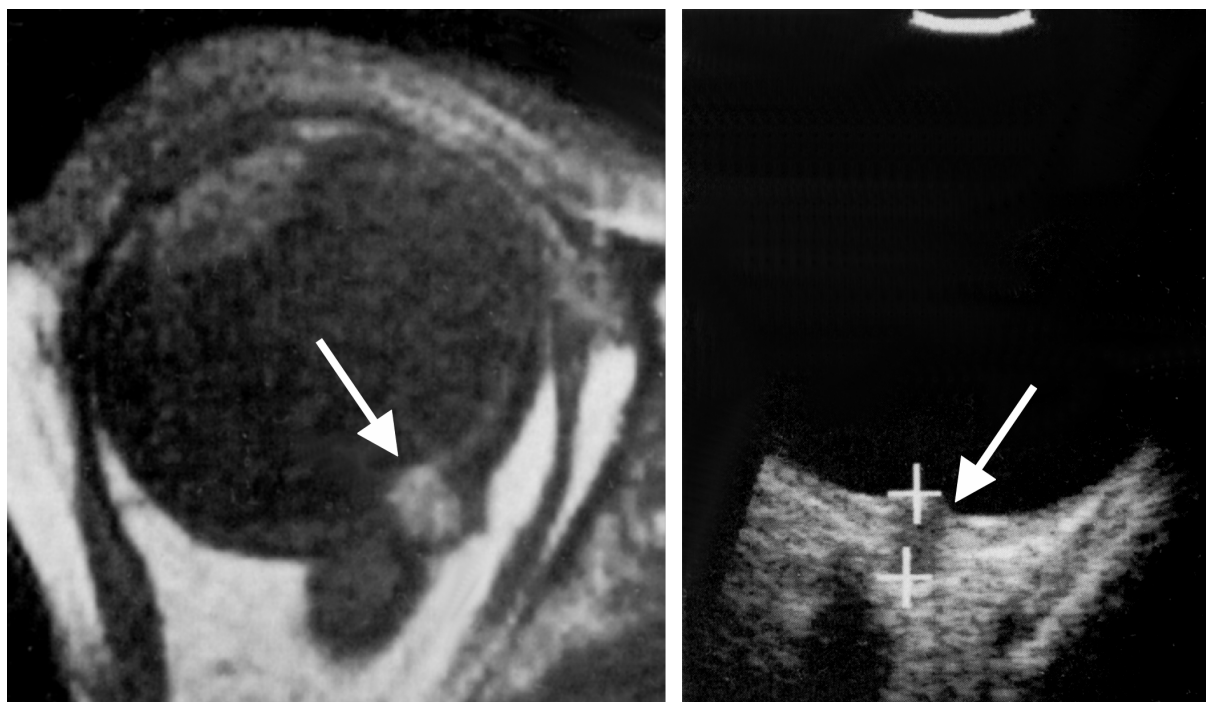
Extrabulbäres Tumorwachstum eines Aderhautmelanoms, nachweisbar als signalreiche Raumforderung außerhalb des Bulbus in der MRT (links, Pfeil) und als echoarme Raumforderung in der Sonographie (rechts, Pfeil)
